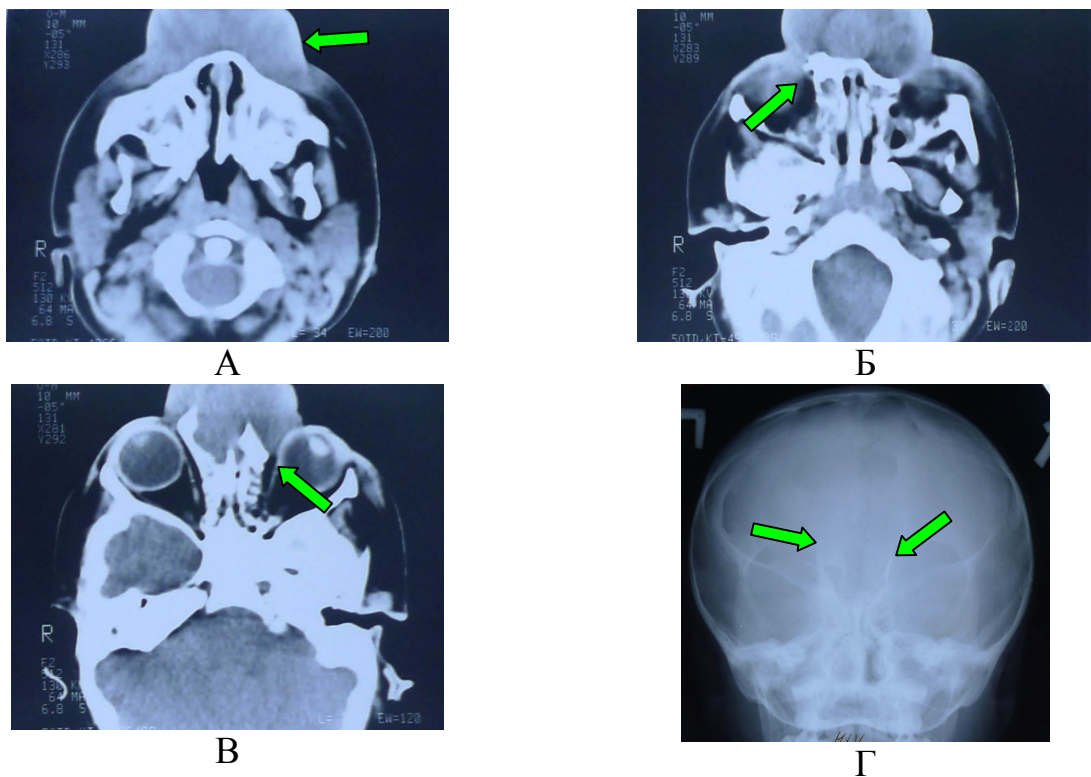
Пациент И-в, 1 год. Диагноз: фронтоназальная черепно-мозговая. Орбитальный гипертелоризм. А – на изображении КТ черепа на аксиальном срезе стрелкой указано мягкотканое образование в области переносья; Б, В - деформация назоорбитальной области (указано стрелками), г - изображение рентгена черепа пациента (стрелками указано увеличенное межорбитальное расстояние)
